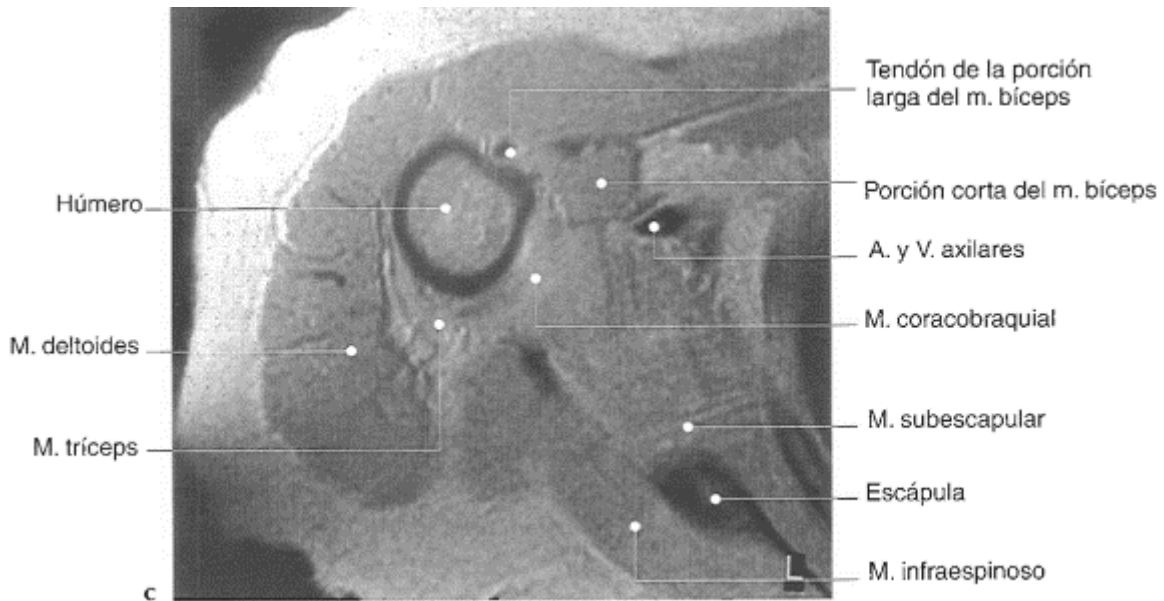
anatomía transversal de RM, se visualiza el tendón de la cabeza larga del bíceps (12).
